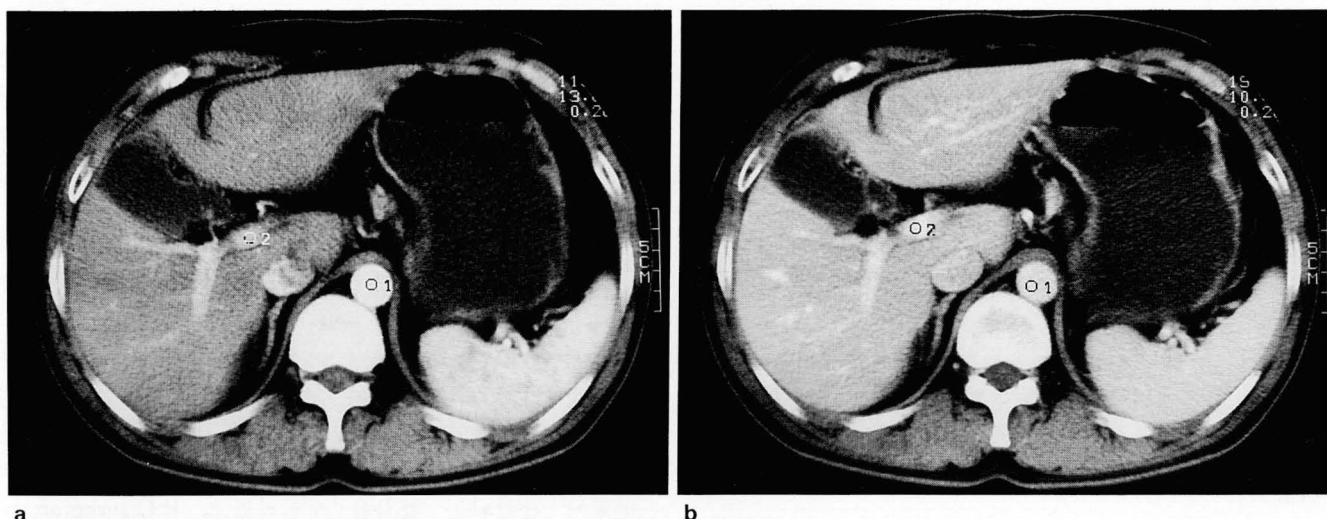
Abdominal spiral CT scans of 50-year-old women with epigastric pain. The ROI applies to portal vein and aorta in arterial phase(a) and portal phase(b).
